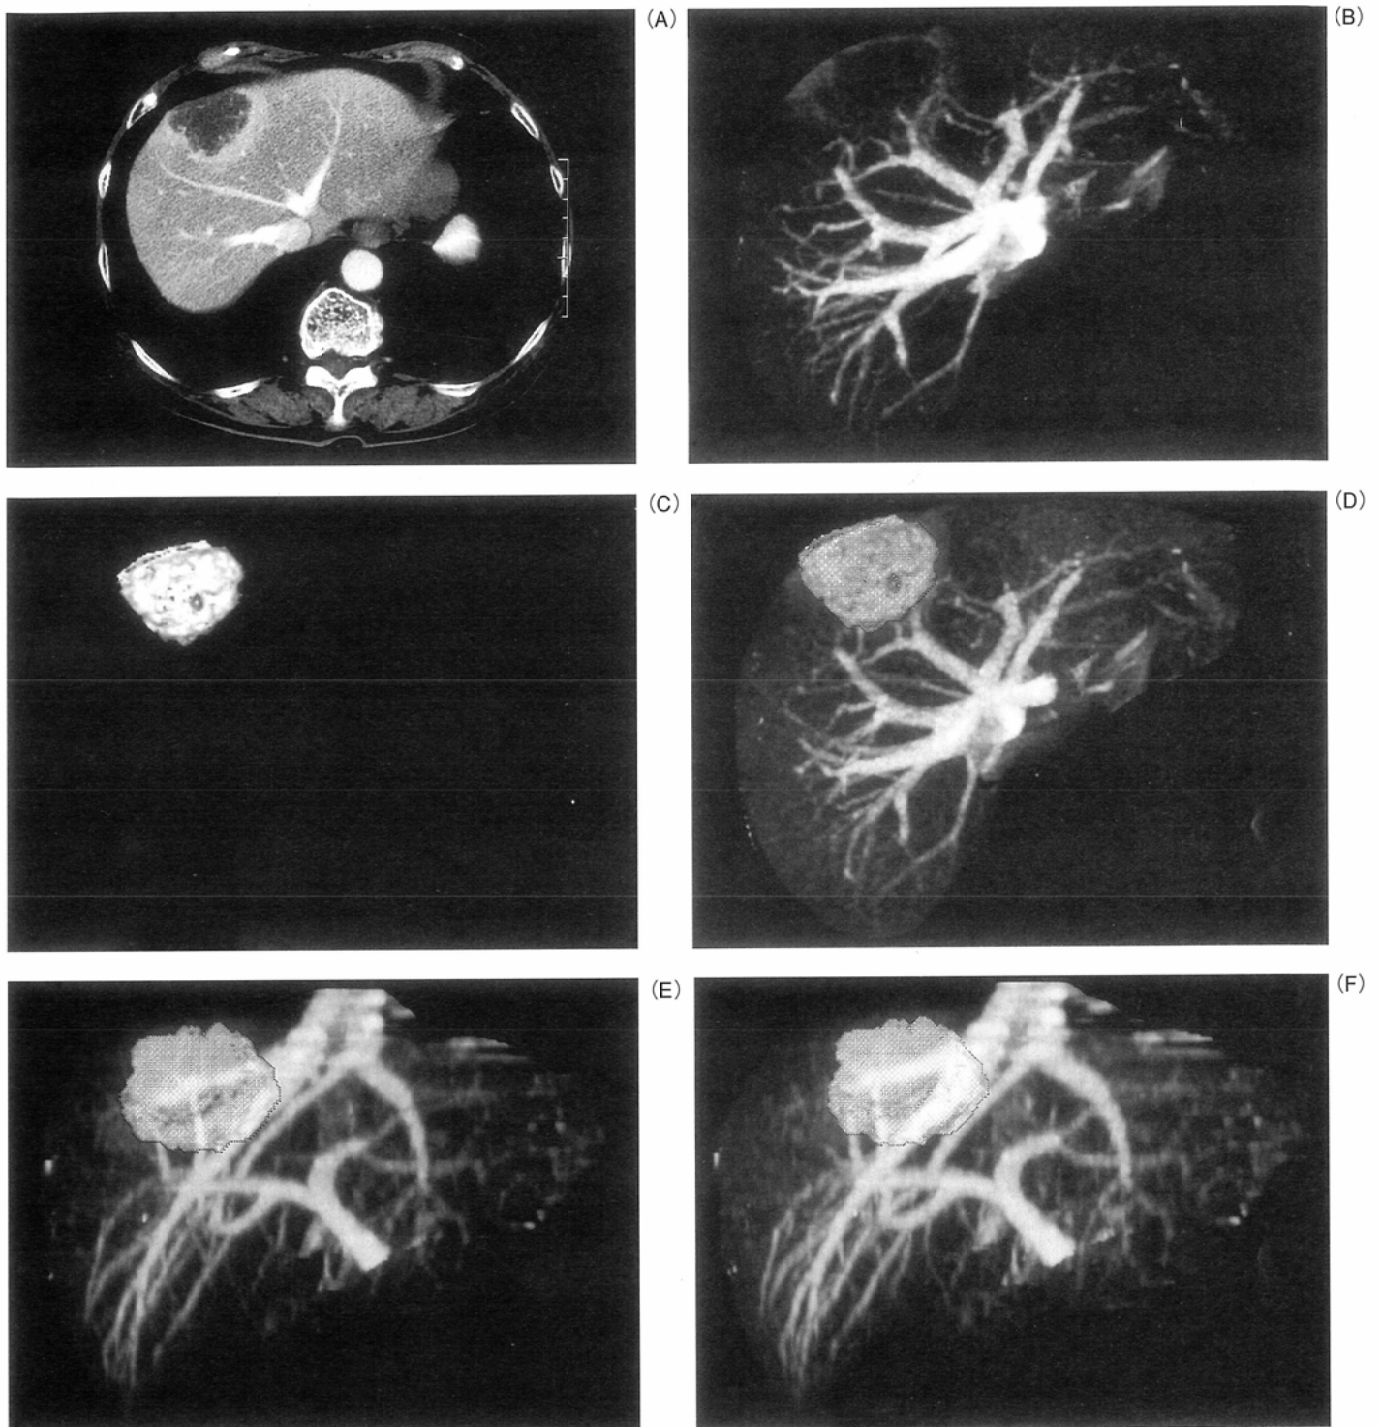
Images of metastatic liver tumor and hepatic vessels obtained by helical CT (64/F)
